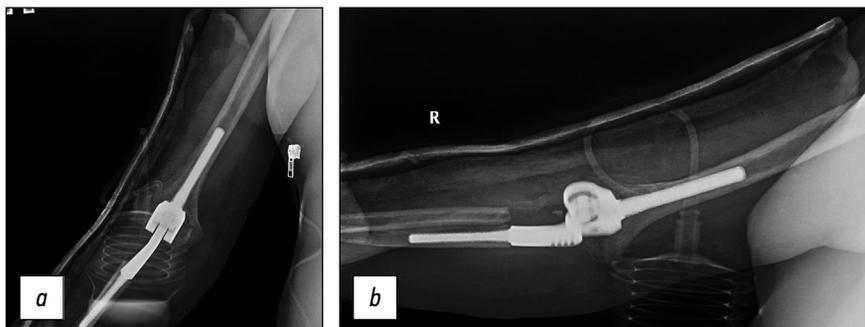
Пациент Д. Рентгенологический контроль после оперативного вмешательства: *a* — передне-задняя проекция, *b* — боковая проекция.
